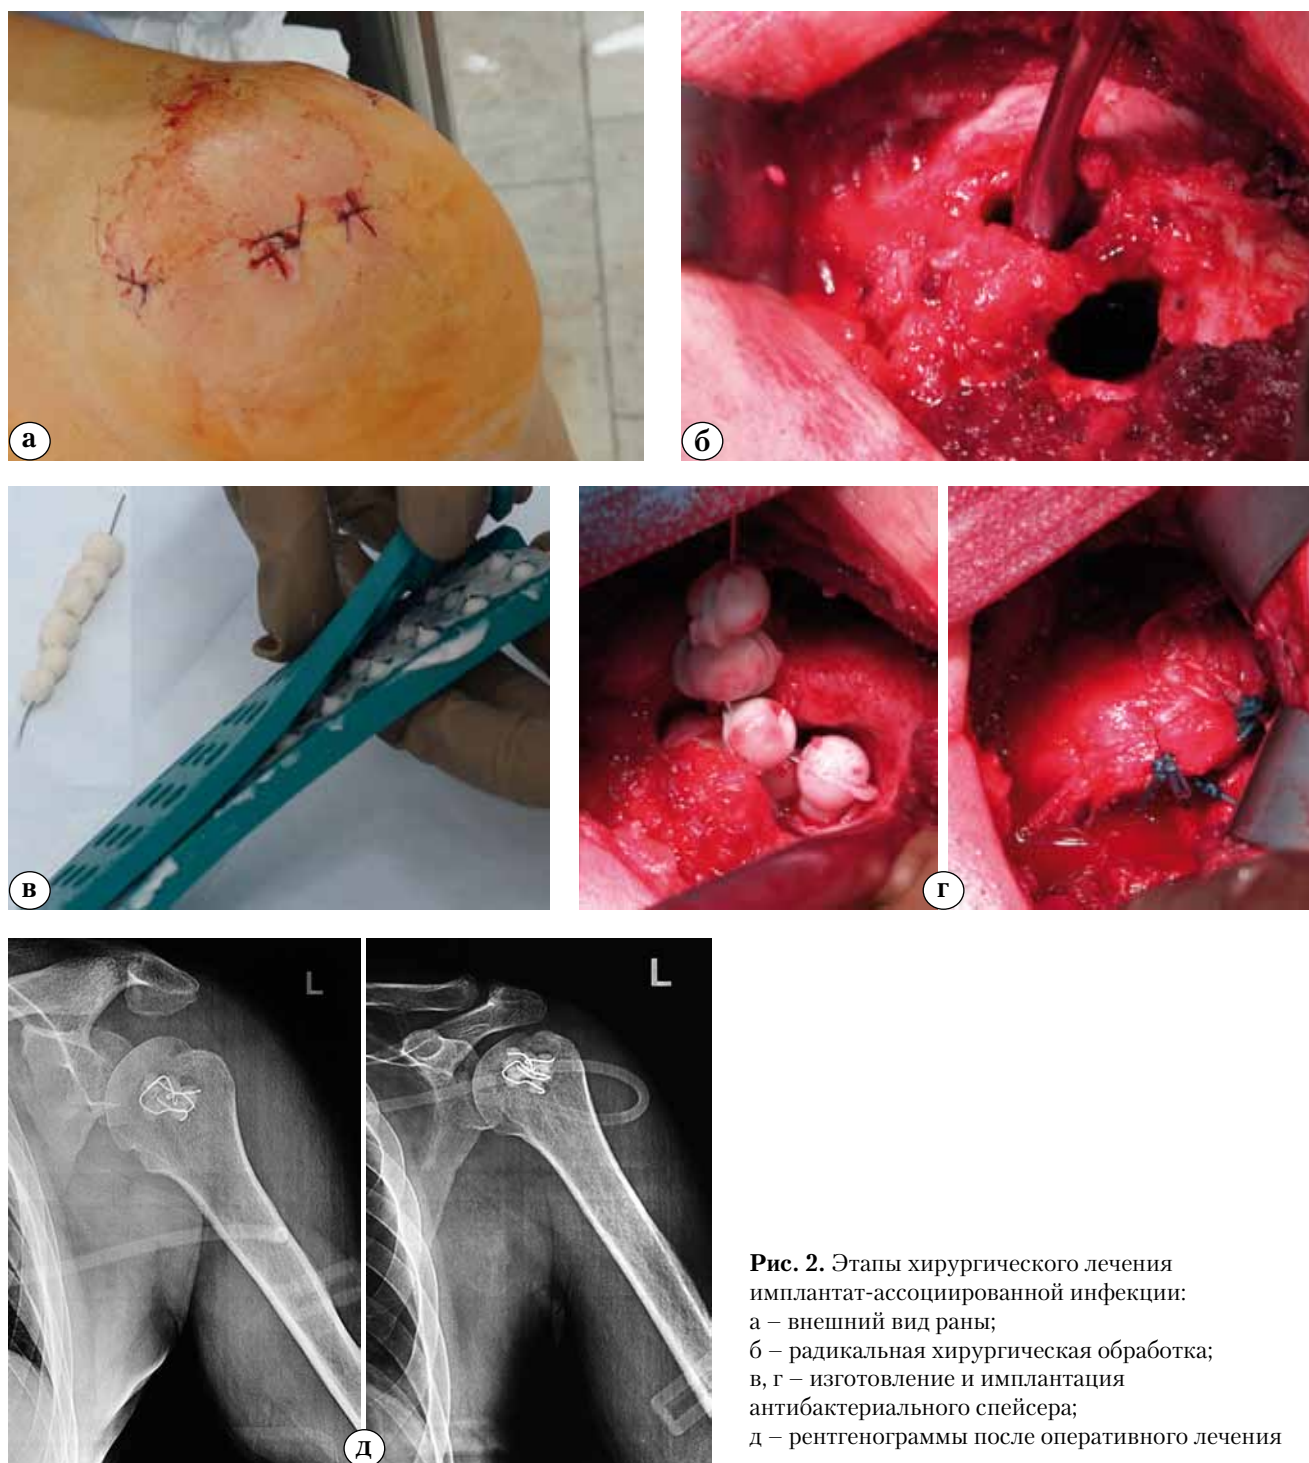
Этапы хирургического лечения имплантат-ассоциированной инфекции: а – внешний вид раны; б – радикальная хирургическая обработка; в, г – изготовление и имплантация антибактериального спейсера; д – рентгенограммы после оперативного лечения
